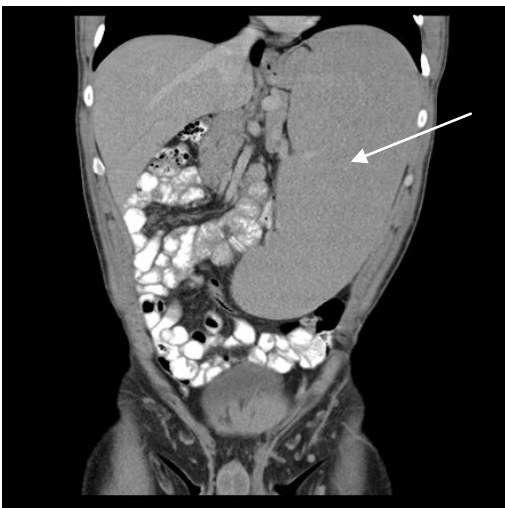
КТ хворого з ураженням селезінки при ЛГМ
